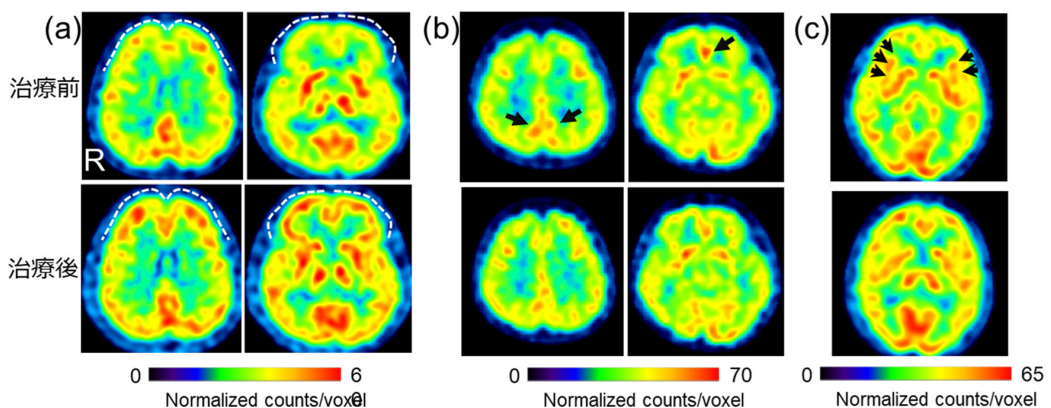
ADHD併存NPPと診断され、ADHD治療薬により痛み症状が改善した症例の代表的なECD脳血流SPECT画像。上段は治療前、下段は治療後。(a) 背部痛を主訴とする50歳代の症例。治療前に認めた前頭葉の低下が、治療後に改善している。(b) 頭痛と口腔痛を主訴とする40歳代の症例。治療前、後帯状回・楔前部、前帯状回(脳梁膝周囲部)が相対的に高いが、治療後は低下している。(c) 両手の痛みを主訴とする50歳代の症例。治療前、島回が相対的に高いが、治療後は改善している。治療前後の画像は位置合わせして表示され、画素値は小脳平均値を50とした線形変化により標準化されている。ADHD, attention-deficit/hyperactivity disorder; NPP, Nociceptive pain; R, patients' right side. Takahashi M, et al., Front Pharmacol. 2024; Oct 17;15:1480546. より CC BY 4.0ライセンスのもと改変して引用。
